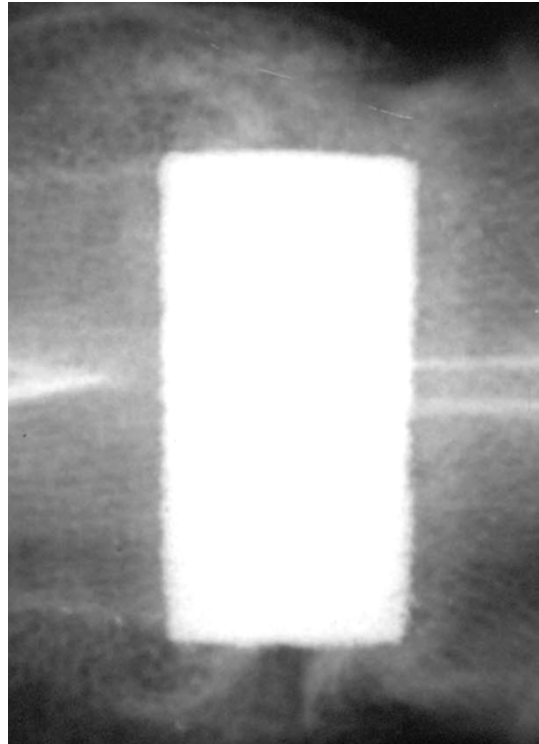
4. Radiographies latérales et postéro-antérieure de l'*Actipore* fusionné avec l'os.
